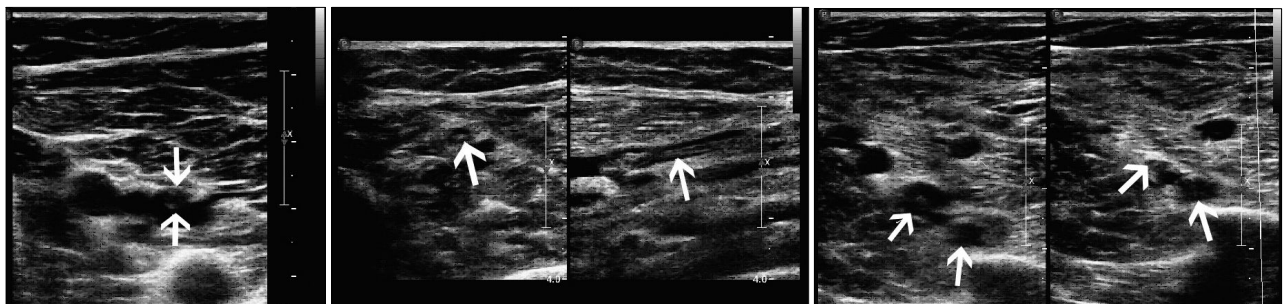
Doppler ultrasonography of right lower leg. (Left) peroneal and soleal vein, (Center) posterior tibia vein, (Right) popliteal vein, arrow: thrombus in vein.
